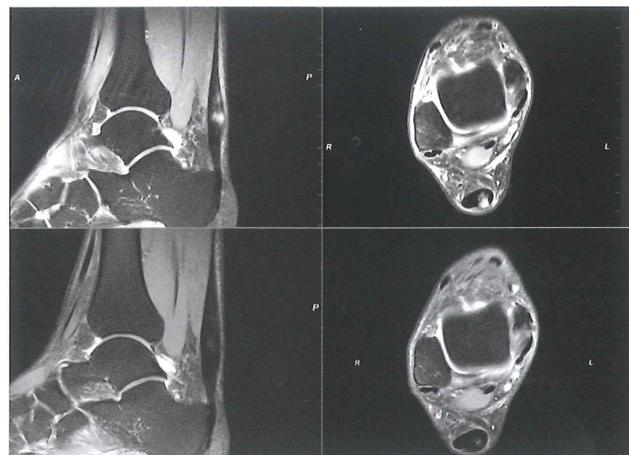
Darstellung der MRT-Bilder vor (prä) und nach (post) Behandlung der degenerativen Partialruptur der Achillessehne mit ACP
